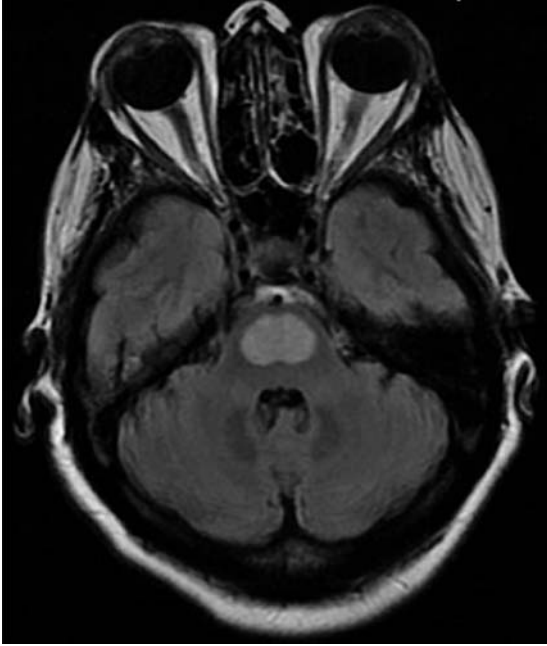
Zentrale pontine Myelinolyse als Folge einer zu raschen Korrektur einer Hyponatriämie, im MRT als rundliche hyperintense Struktur in der Brücke sichtbar (Quelle: Menger H, Paehge T. Zentrale pontine Myelinolyse. Fortschr Neurol Psychiat 2009; 77: 44–54).
